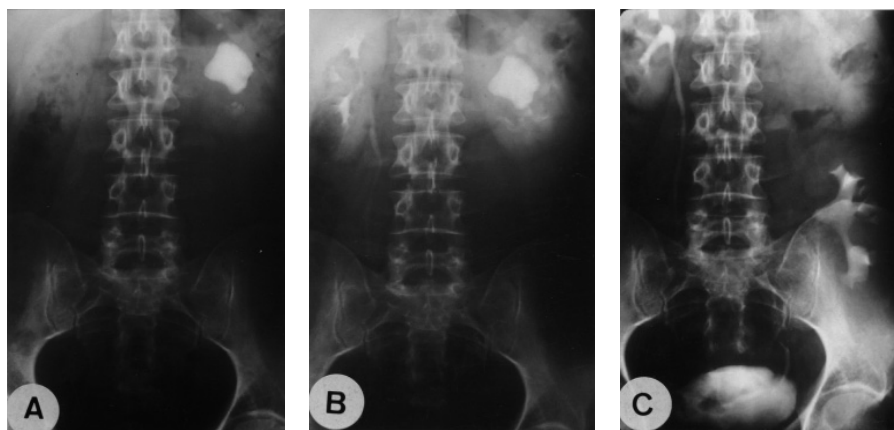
(Ob. 8). Ejemplo de uno de los 5 casos de mal rotación renal. A, Radiografía preoperatoria. Gran cálculo píélico y litiasis calcilar múltiple y recurrente. B, UIV pielocaliectasia y retardo funcional. C, Autotrasplante. Total recuperación de la orientación anatómica del riñón y de la morfología de sus cálices.
